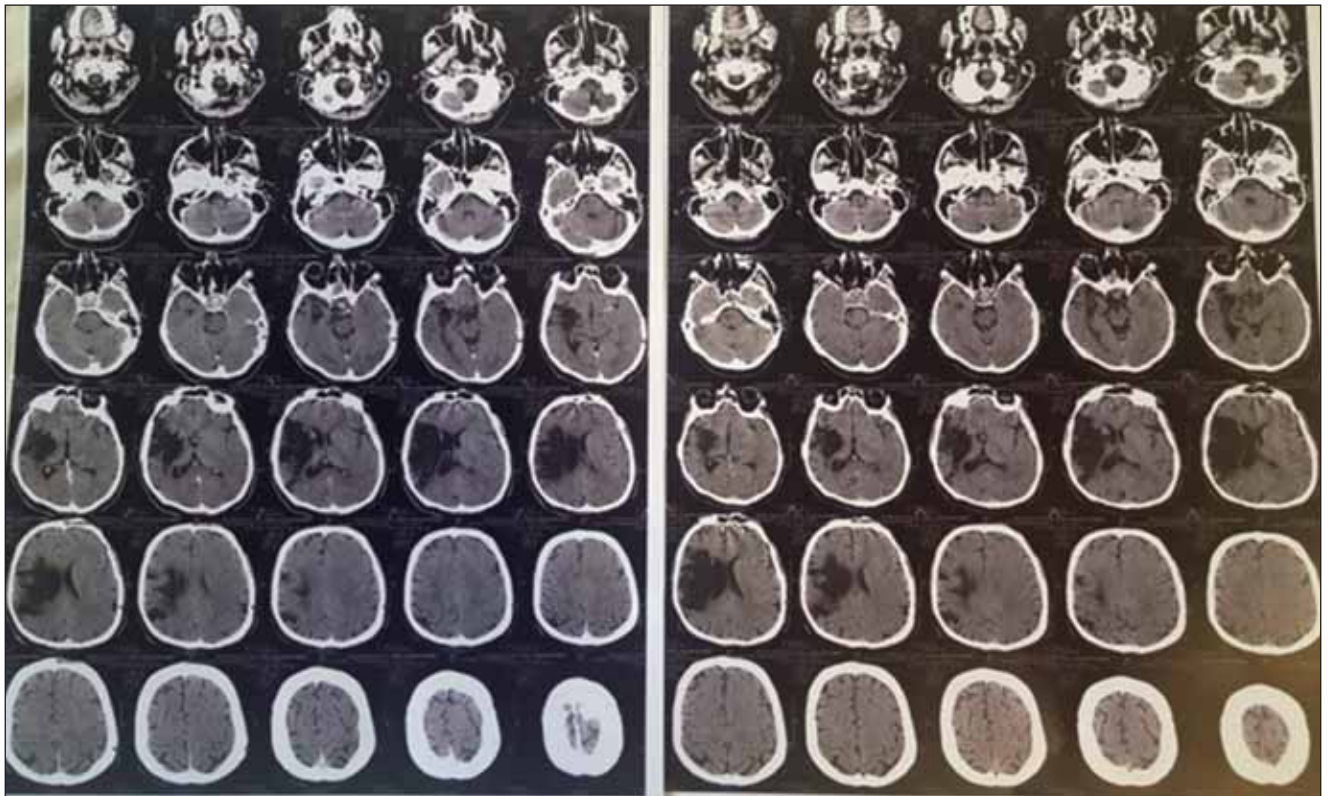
CT cerebral nativ cu substanță de contrast – examen de control, imagine din cazuistica Clinicii RNM, SCUBA
